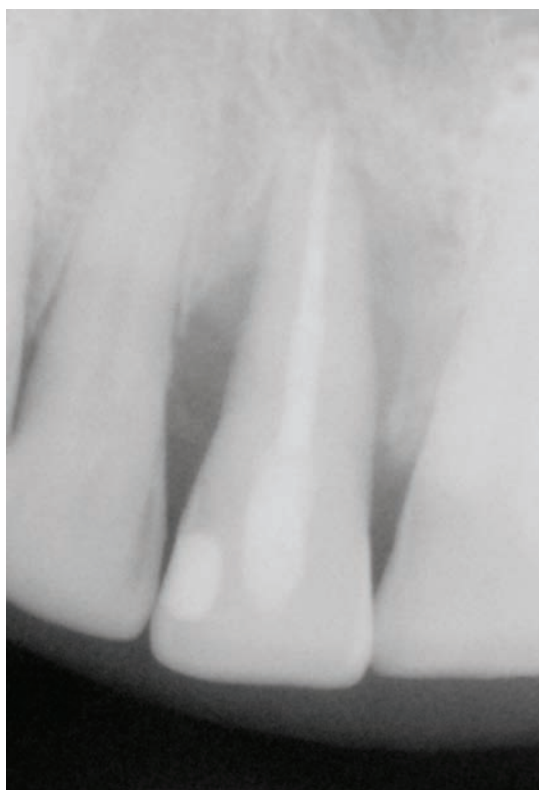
Cliché de radiographie numérique intrabuccale après la procédure de greffe osseuse avec Activioss.
